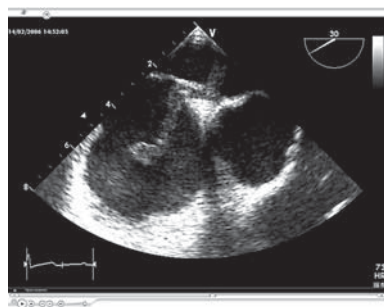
Чреспищеводная эхокардиография показывает миграцию венозного тромбозембола через овальное окно в левое предсердие.
